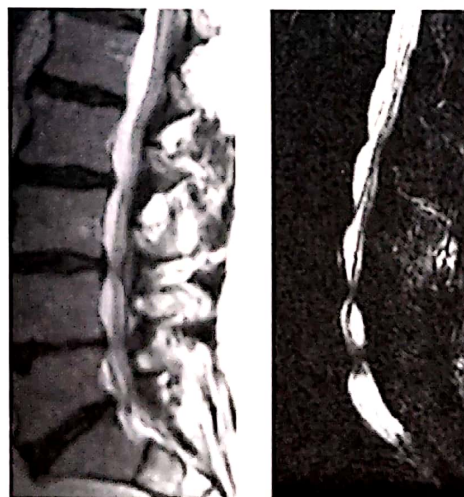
Stenoză lombară - imagini IRM de hernii de disc lombare multiple.
